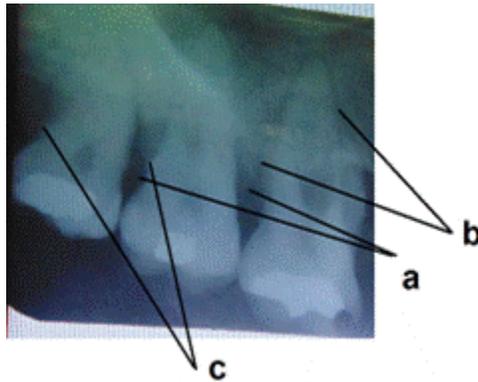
Radiografía periapical de molares superiores derechos. Se observa: (a) imagen radiolúcida interdentaria compatible con pérdidas óseas angulares; (b) imagen radiolúcida situada en el perímetro radicular, compatible con espacio desmodontal ensanchado; (c) imagen radioopaca en la superficie de la raíz dentaria, compatible con cálculo infragingival.
